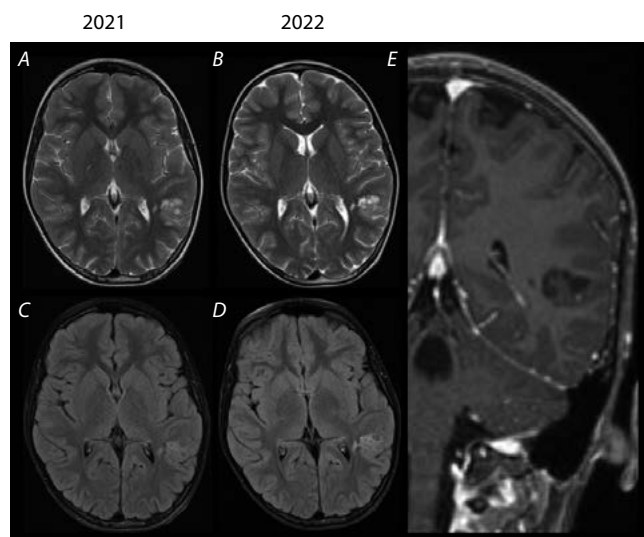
Динамические МРТ головного мозга пациента Г. через 1 год.
